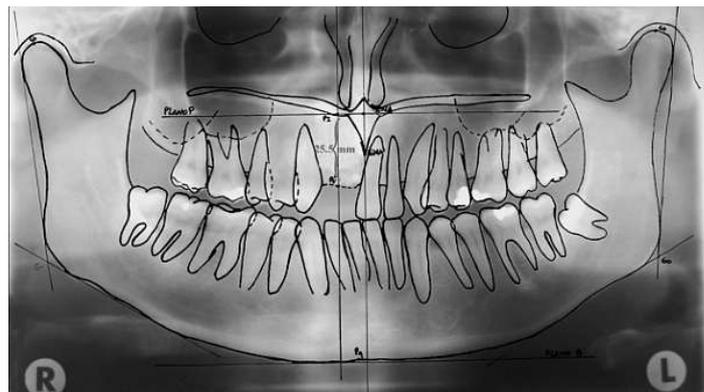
Ortopantomografía evolutiva a los tres meses luego de terminada la distracción, donde se aprecia una altura ósea alveolar de 25.5 mm, acorde con lo planificado.
